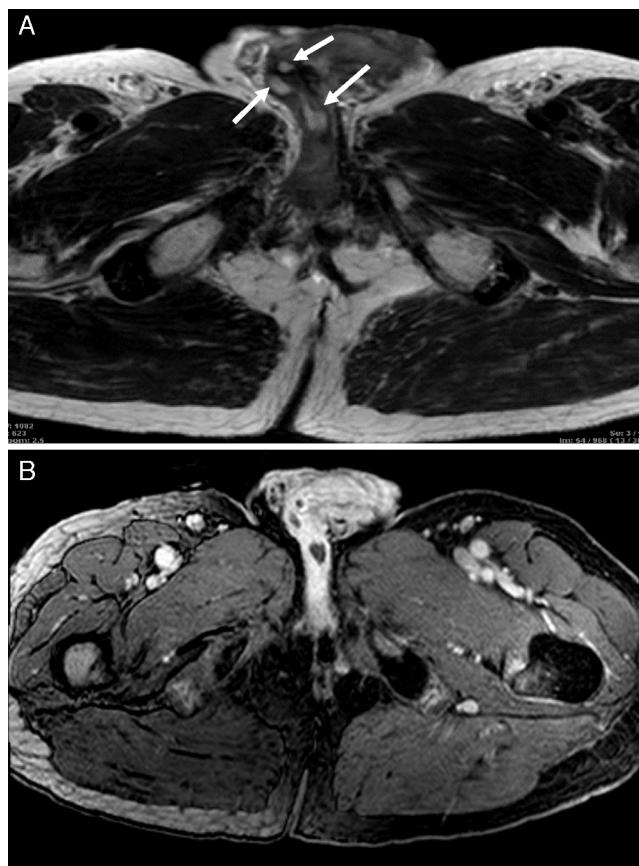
RM de pene. La imagen ponderada en T1 muestra las lesiones en los cuerpos cavernosos y glande (flechas) (A). Tras administrar gadolinio, las lesiones en el pene muestran realce periférico (B).
